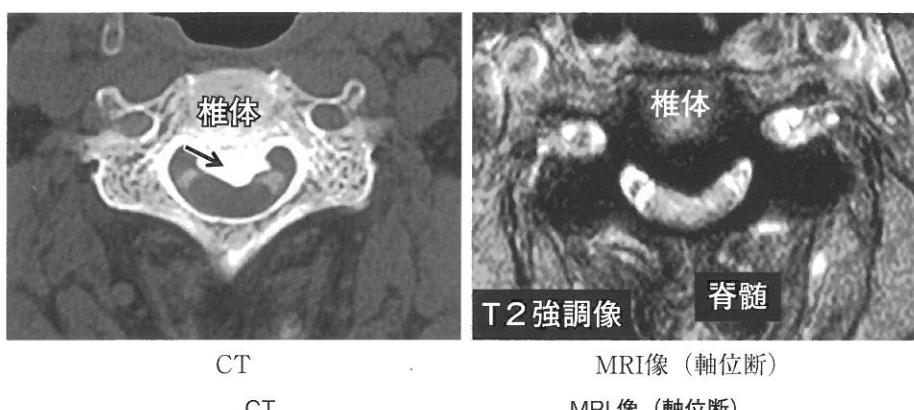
頸椎 OPLL における CT および MRI 像
